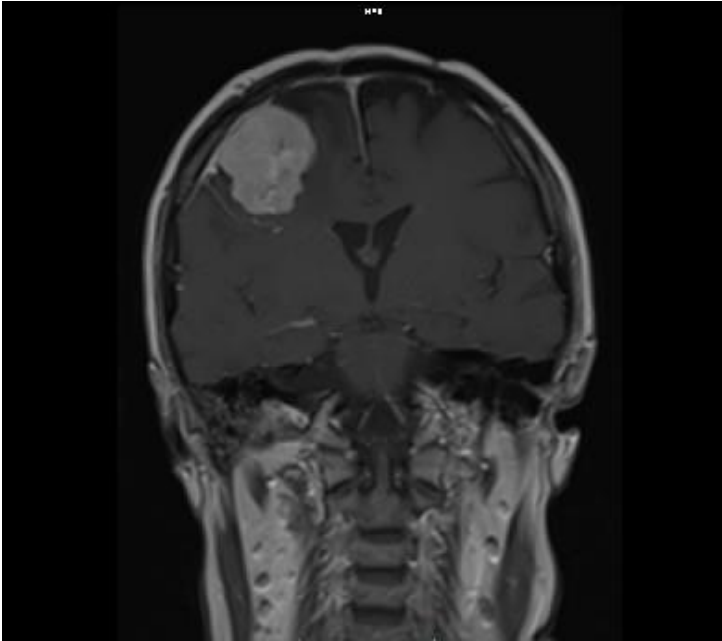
T2 sekans MRG'de menenjiom imajı.
